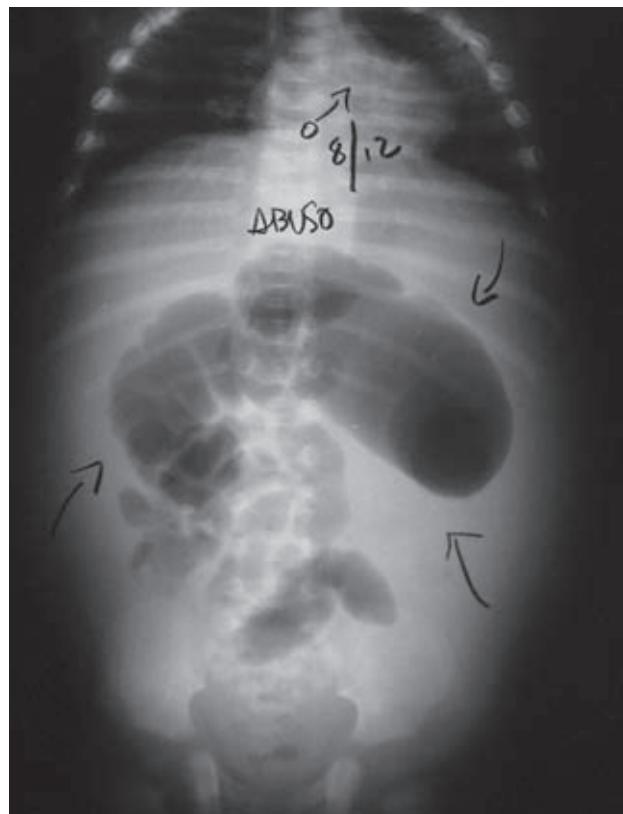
Radiografía simple de abdomen en posición horizontal e incidencia anteroposterior, que muestra dilatación abdominal y de intestino delgado. La disposición de las sombras centrales evidencian la presencia de líquido intraperitoneal.
